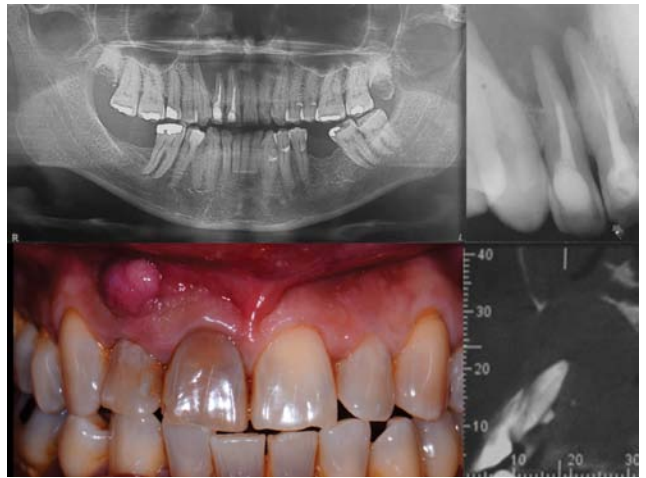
Examen diagnóstico clínico, radiográfico (radiografía panorámica y radiografía periapical de piezas 1.1 y 1.2) y tomográfico.
